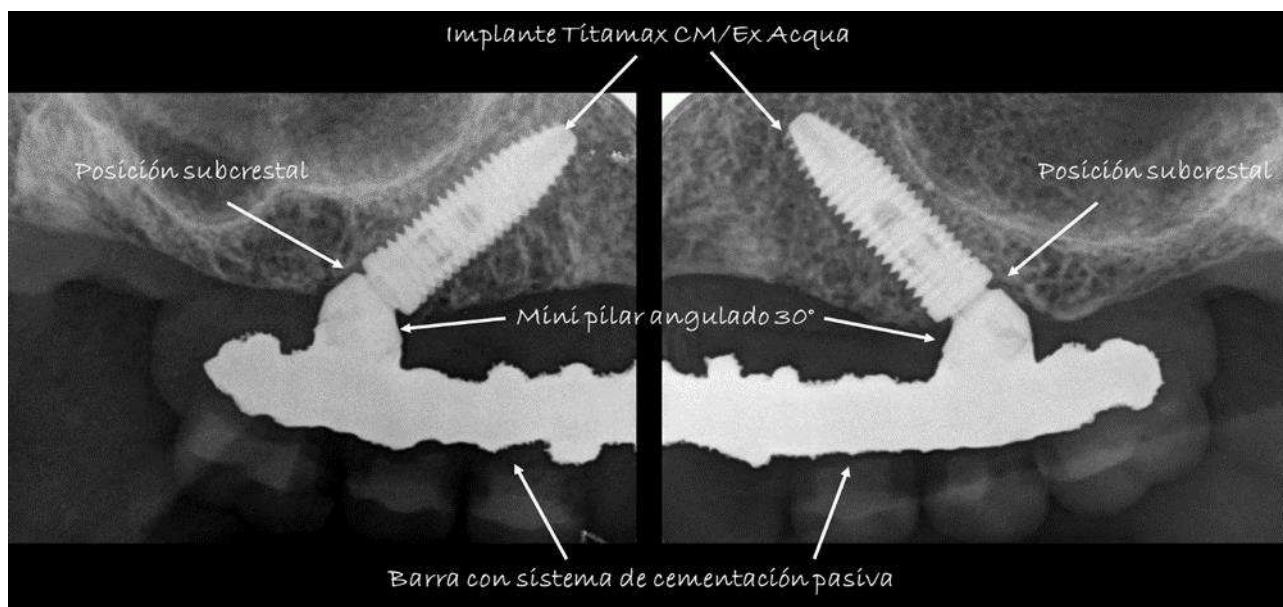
Radiografías periapicales de planos paralelos en los que se observa el mantenimiento de la cresta ósea alrededor de los implantes posteriores inclinados.
